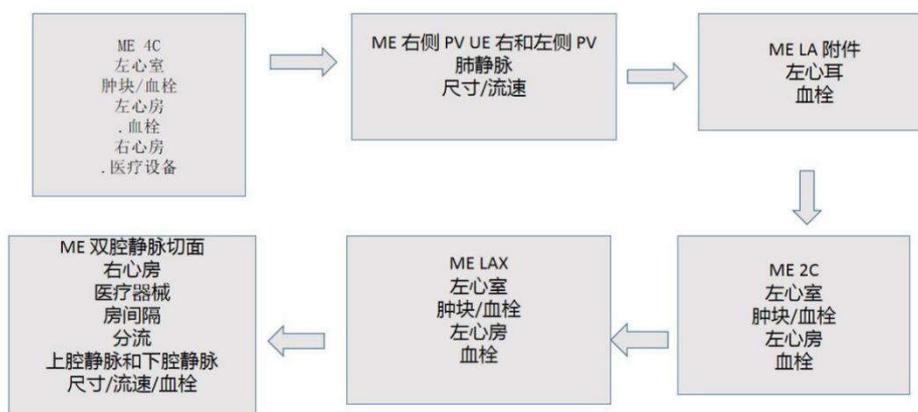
推荐的成像策略是在植入全人工心脏(TAH)前从 ME4 腔切面开始评估。缩写：2C，两腔心的；4C，四腔心的；AV，主动脉瓣；IVC，下腔静脉；LA，左心房；ME，食管中段；PFO，卵圆孔未闭；PV，肺静脉；RA，右心房；TEE，经食管超声心动图。
